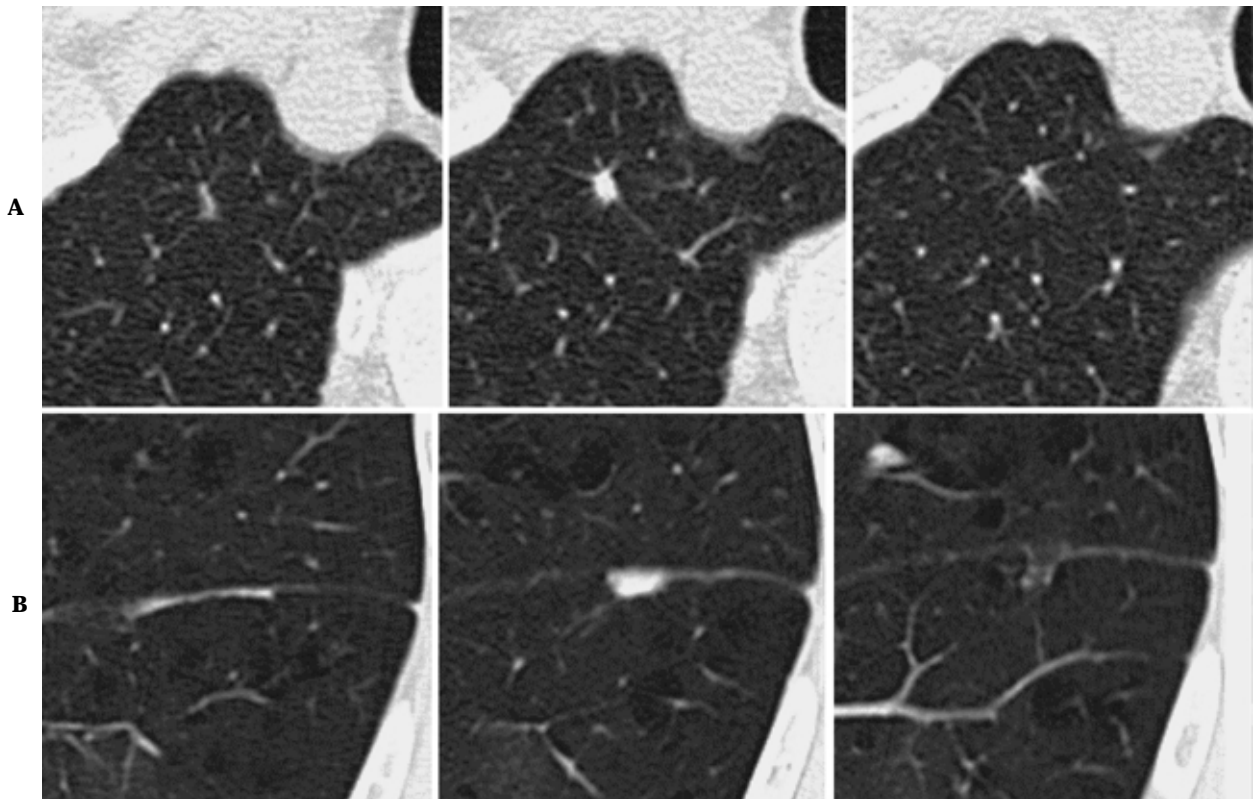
Benign nodules with soft tissue density less than 1 cm in diameter. A and B. Benign nodules HRCT images show a polygonal nodule(A)and a semicircular nodule broadly contacting the pleura(B). These HRCT patterns were frequently observed in benign nodules.
